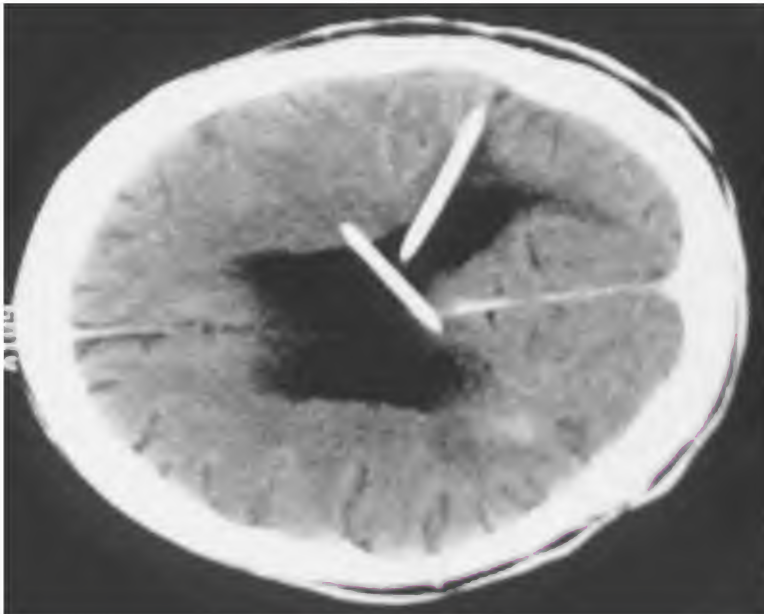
Edema cerebral, resonancia magnética
